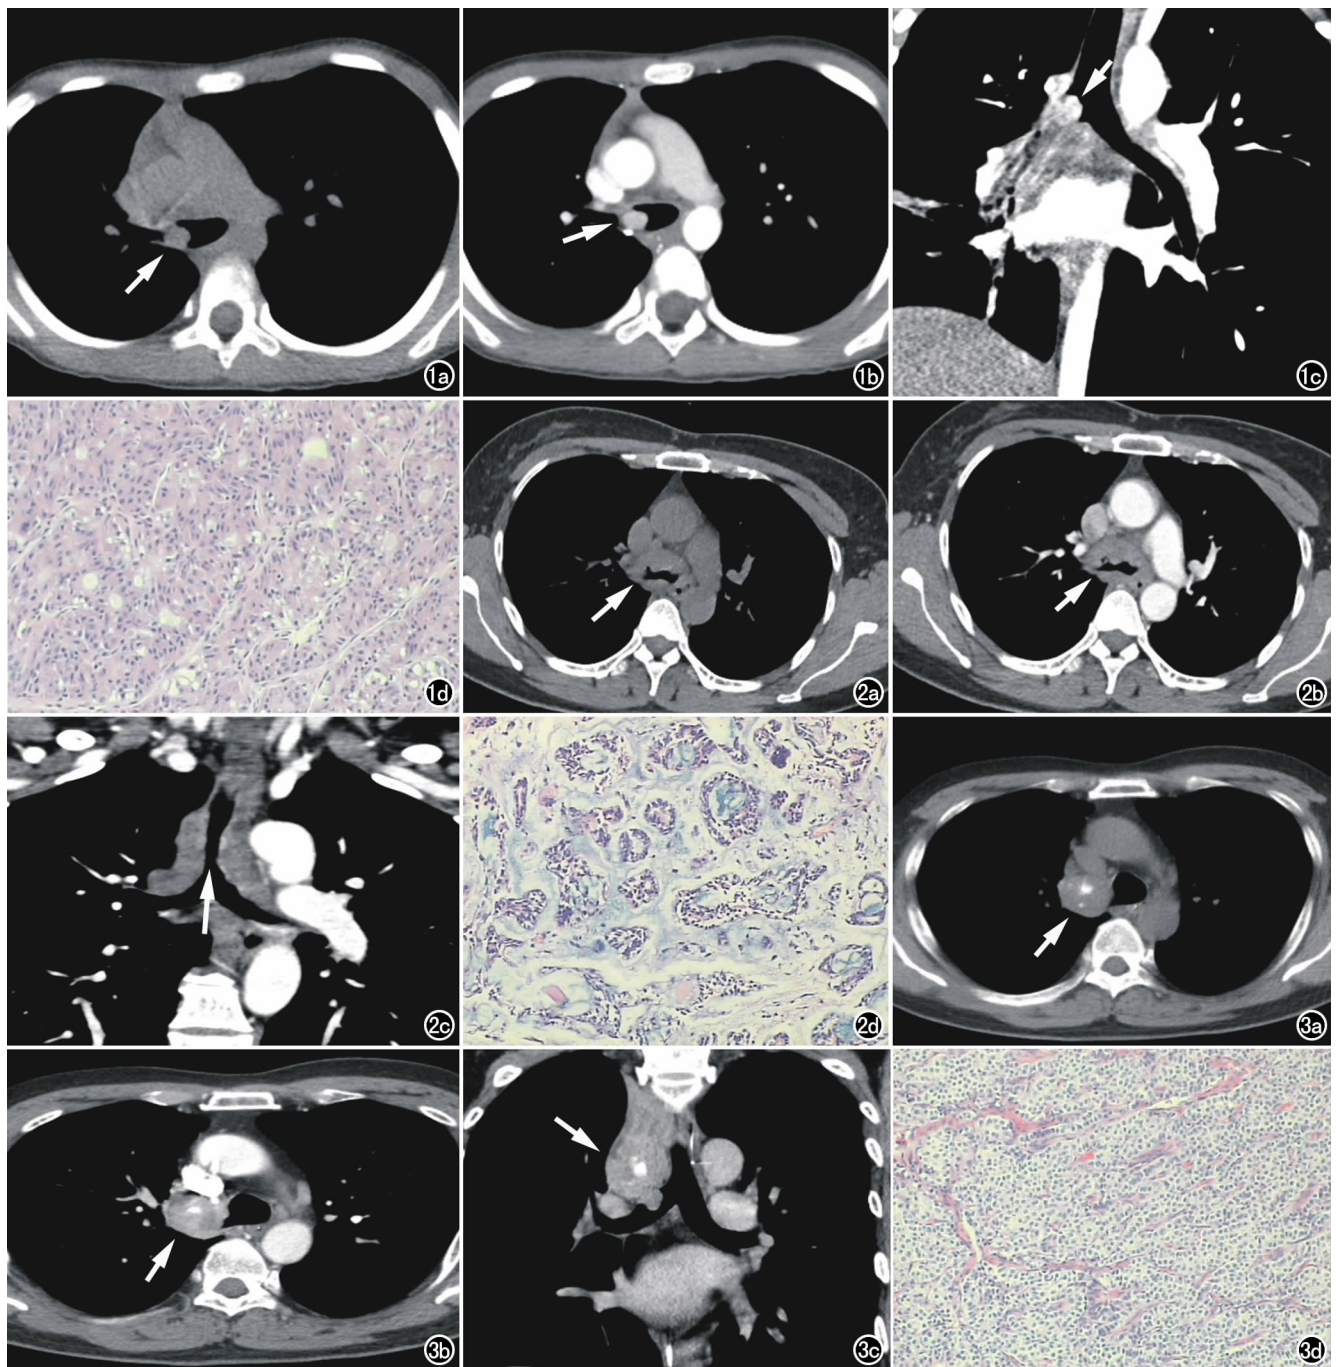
女,7岁,右主支气管粘液表皮样癌。a) CT平扫示右主支气管后壁突向腔内结节(箭),密度均匀,边界清楚,平扫CT值为51HU; b) 增强扫描明显均匀强化(箭),CT值达124HU; c) 冠状面示结节浅分叶,宽基底(箭); d) 镜下见瘤内含有表皮样细胞、中间型细胞及粘液细胞,瘤细胞排列成巢团状或腺腔样结构(HE,×100)。图2 女,32岁,气管及左右主支气管腺样囊性癌。a) CT平扫示气管及左右主支气管管壁沿长轴浸润性围管增厚(箭),密度不均,平扫CT值为25HU; b) 增强扫描轻度强化(箭),CT值达42HU; c) 冠状面示管腔明显狭窄(箭); d) 镜下见癌细胞核椭圆形,体积小,核分裂少见,胞浆少,间质粘液样变性,癌细胞排列成筛孔状及管状结构(HE,×100)。图3 男,54岁,右主支气管类癌。a) CT平扫示右主支气管结节(箭),密度不均,可见结片状钙化,平扫CT值为50HU; b) 增强扫描明显不均匀强化(箭),CT值达98HU; c) 冠状面结节浅分叶(箭),瘤体腔外部分大于腔内部分(“冰山”征); d) 镜下见瘤内含有一致性的卵圆形及多角形细胞,核分裂少见,瘤细胞排列成腺泡状或小梁状(HE,×100)。
